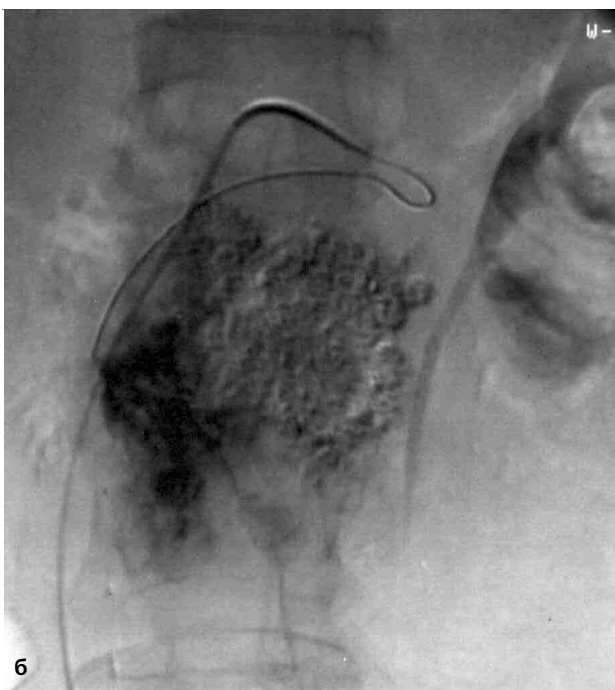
Ангиограммы больной В., 56 лет. Диагноз: рак головки поджелудочной железы. Определяется кровоснабжение опухоли от верхней брыжеечной артерии (а). Суперселективная катетеризация первой еюнальной артерии (б) и введение рентгеноконтрастного масляного химиоэмболизата через микрокатетер.
